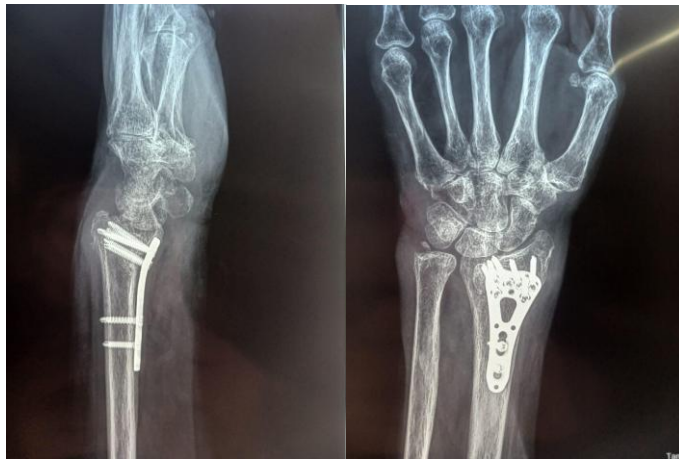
Radiografía 9/5/25- semana 12 post quirúrgica
